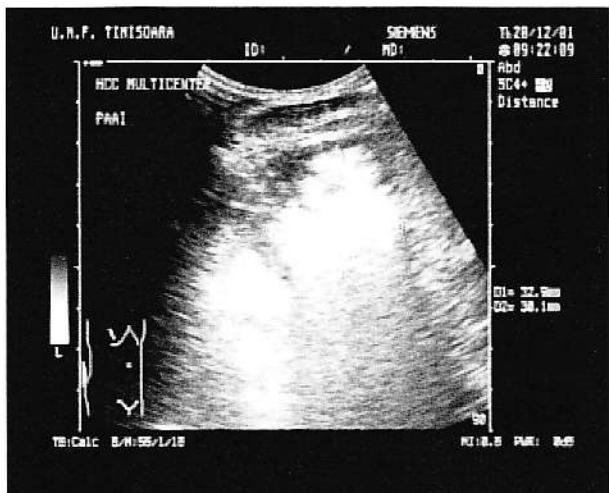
Aspect ecografic la PAAI.
